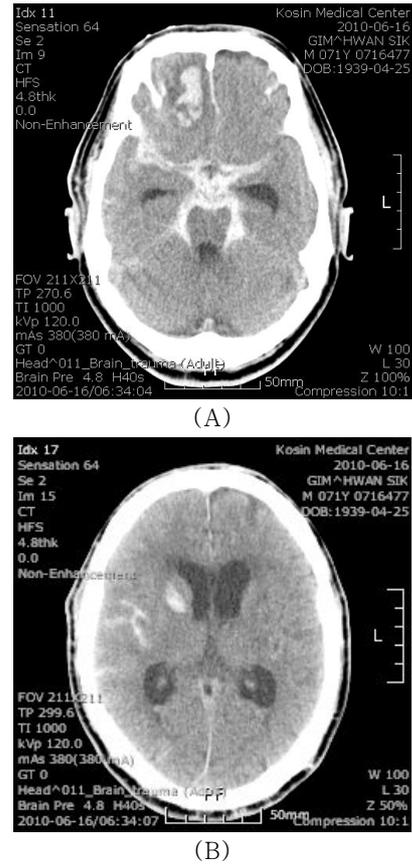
Brain CT of a patient 14 hours after carotid stenting. Brain CT shows hematomas in the right frontal lobe and right basal ganglia, subarachnoid hemorrhage and ventricular dilatation (A, B).
